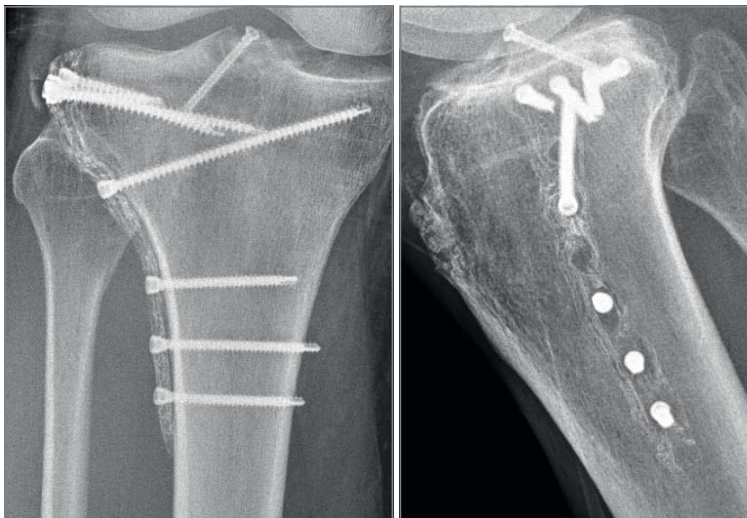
+f: Postoperative Röntgenkontrolle
